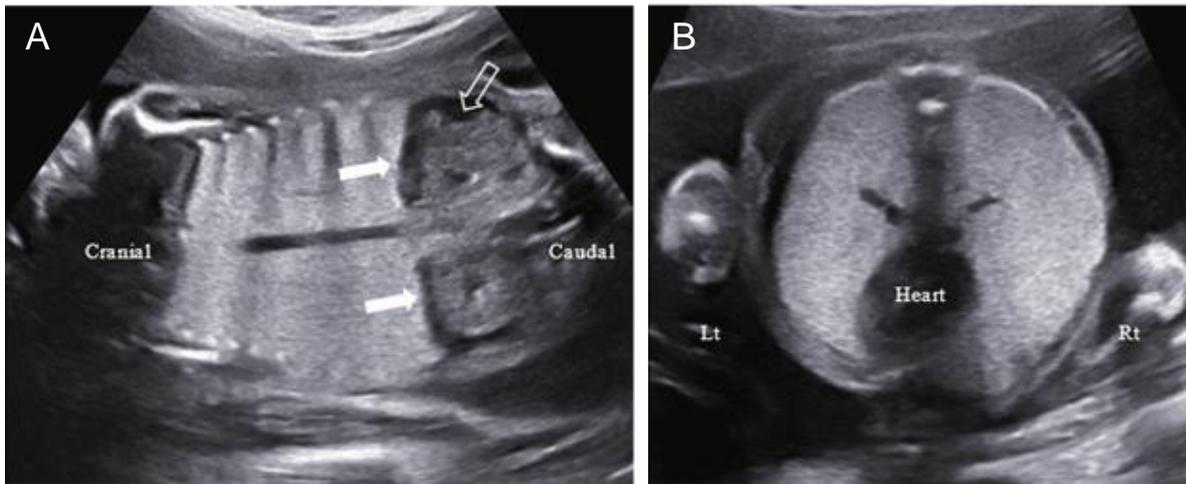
Ecografía prenatal que muestra unos pulmones simétricamente agrandados, hiperecóicos y homogéneos con el corazón (Heart) en posición central (B), diafragma aplanado (flechas blancas en A) y ascitis asociada (flecha transparente en A) (41).
